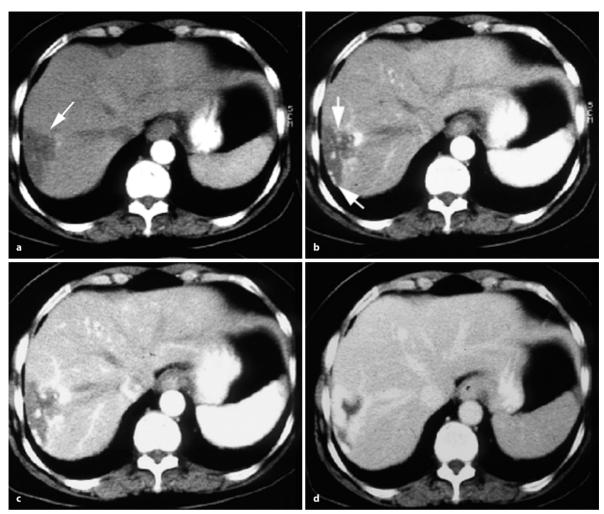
a – d. 74-jährige Patientin mit Zufallsbefund eines Hämangioms im rechten Leberlappen. In der dynamischen CT-Untersuchung in der früharteriellen Phase (a) hypodense Läsion mit beginnendem randständigen Enhancement (*Pfeil*).
